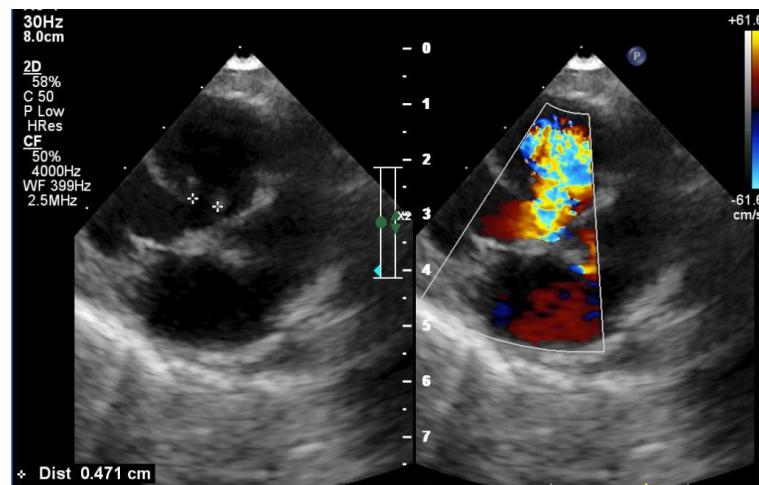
Khảo sát Doppler màu thấy còn dòng chảy yếu qua dụng cụ (2 tuần sau bít TLT bằng dụng cụ).
